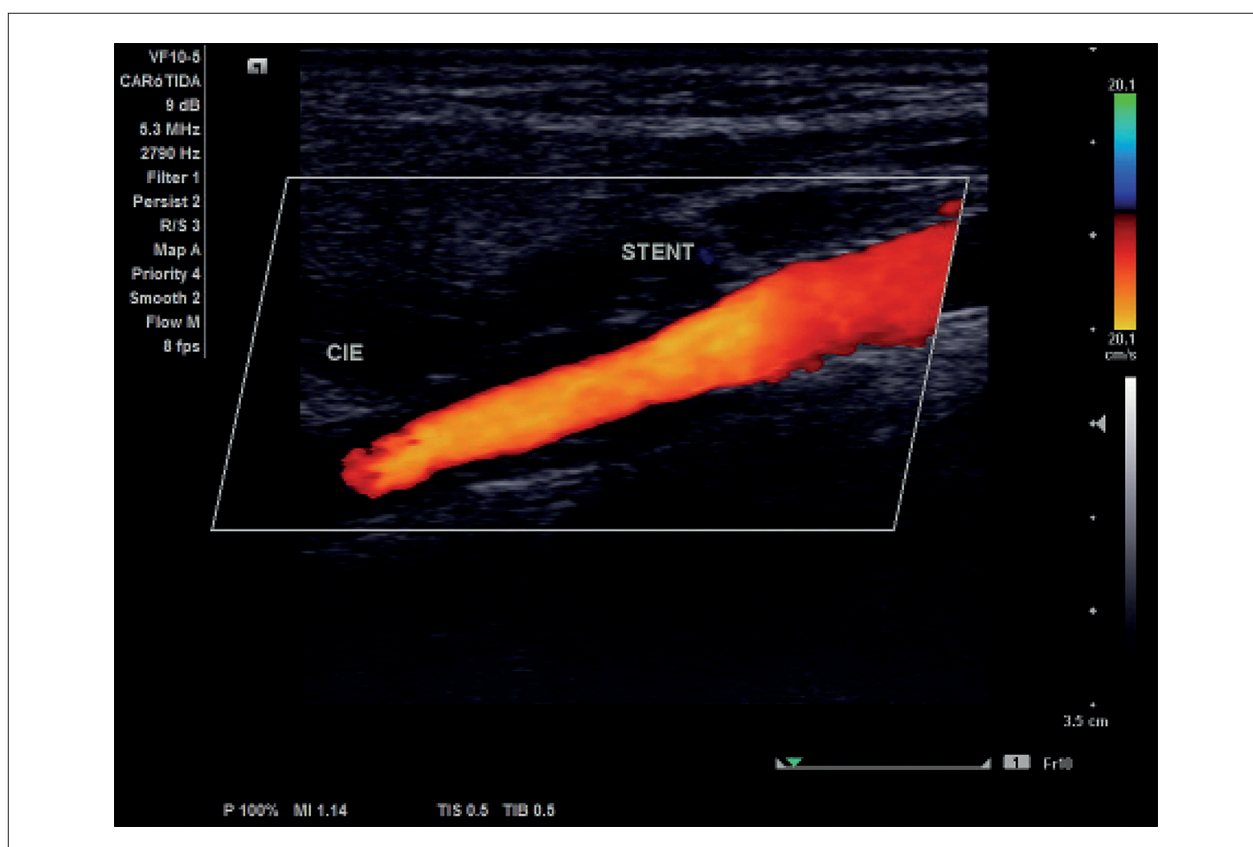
Corte longitudinal com Doppler colorido mostrando a presença do “stent” pérvio e com fluxo anterógrado normal amparando a MC no interior a Carótida interna proximal esquerda, sem anormalidades. CIE: Carótida Interna Esquerda.
